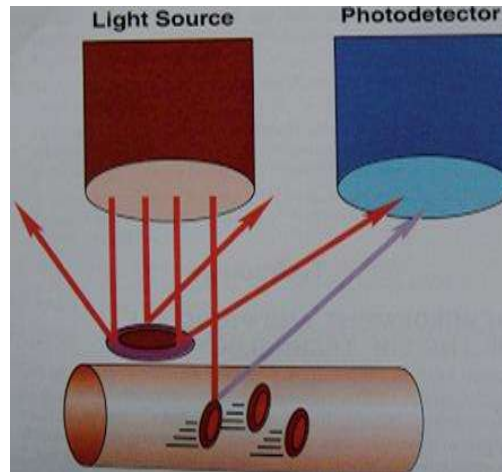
Principio de la flujometría láser Doppler (Vaghela & Sinha, 2011).
